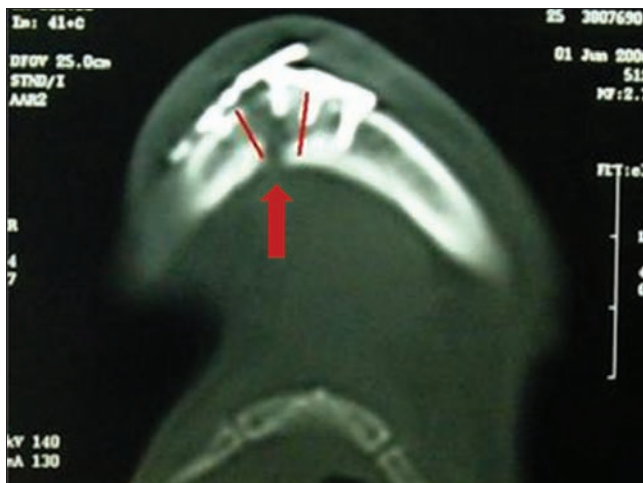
TC evidenciando lesão de basilar de mandíbula com perda de material de síntese.
